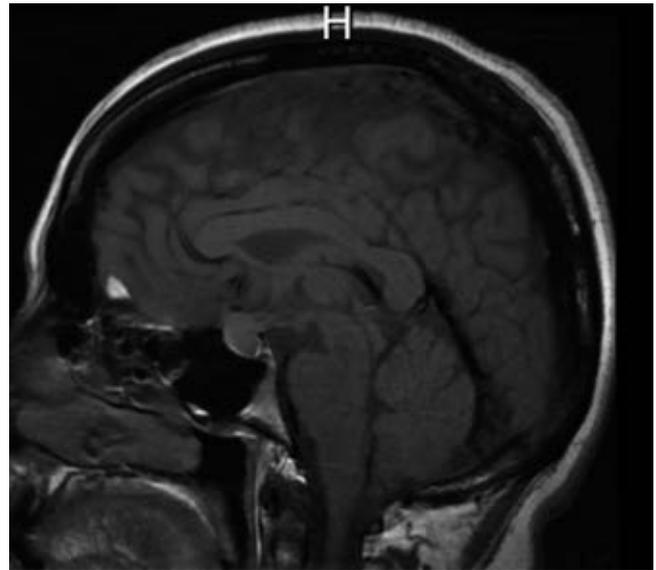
Resonancia magnética de cráneo T1 en corte sagital en la cual se aprecia imagen lesión selar de bordes regulares bien definidos.
